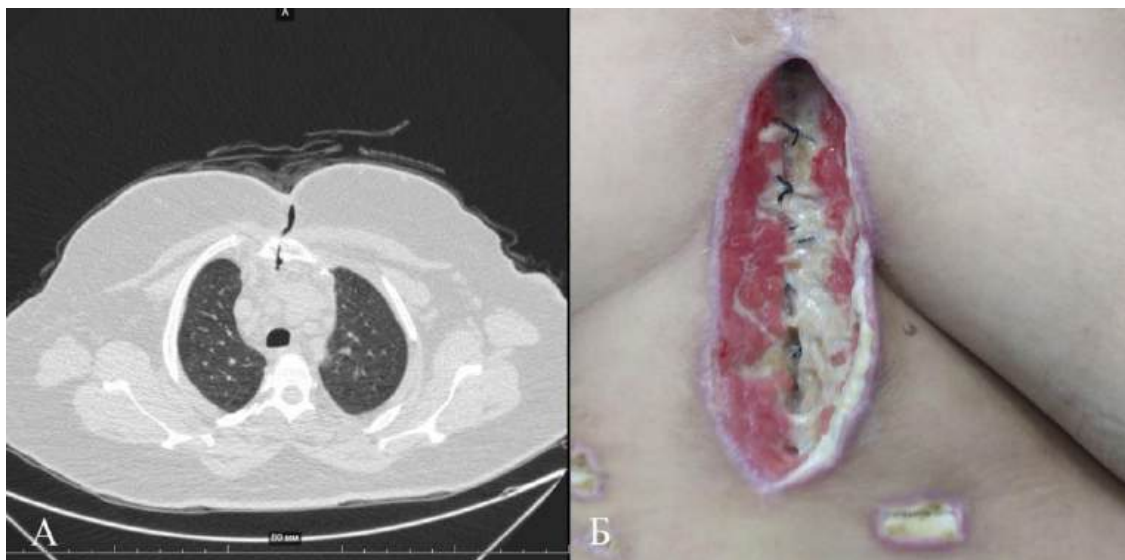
Пациентка Б., 49 лет. Вторичный послеоперационный остеомиелит грудины. СД 2 типа. Ожирение (ИМТ=36,89 кг/м²). А – Компьютерная томография органов грудной клетки (отмечается остеомиелит грудины) через 2 недели после КШ; Б – вид раны через 2 недели после КШ.
